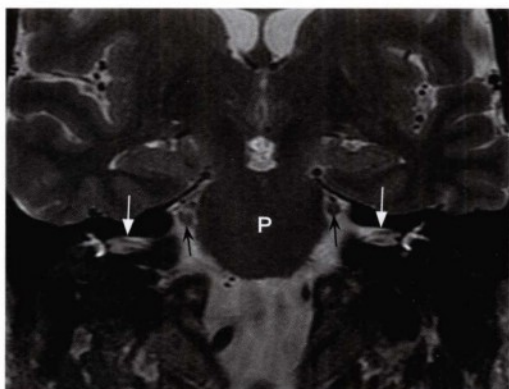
冠状位脂肪抑制的T2薄层MRI扫描，显示了正常的双侧内听道（白箭头），面听神经在其内穿过。内听道在脑桥中部水平（P）位于三叉神经脑池段（黑箭头）的下方。
